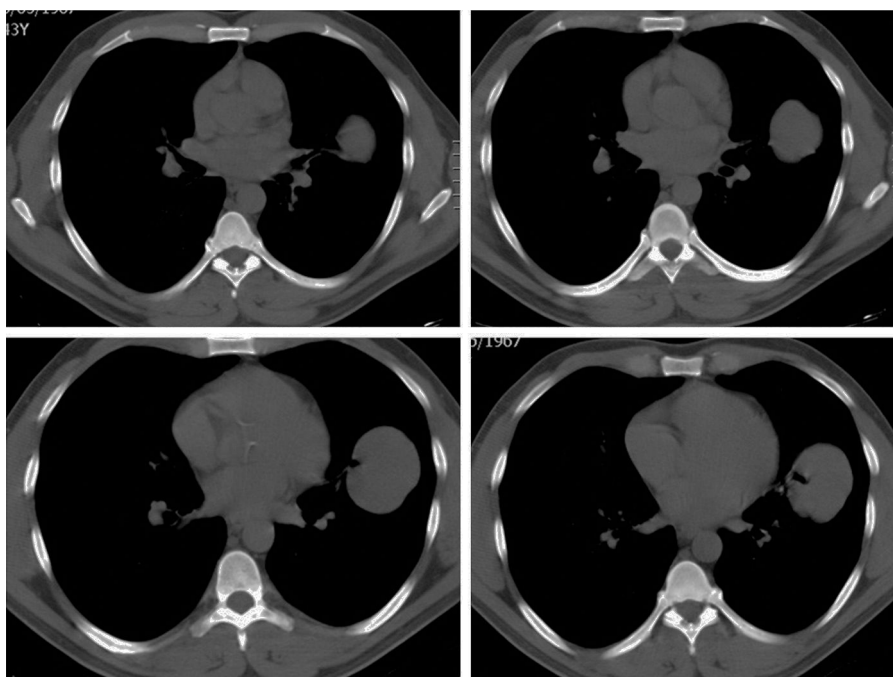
TC de tórax basal: visualizamos la lesión en el plano axial.
